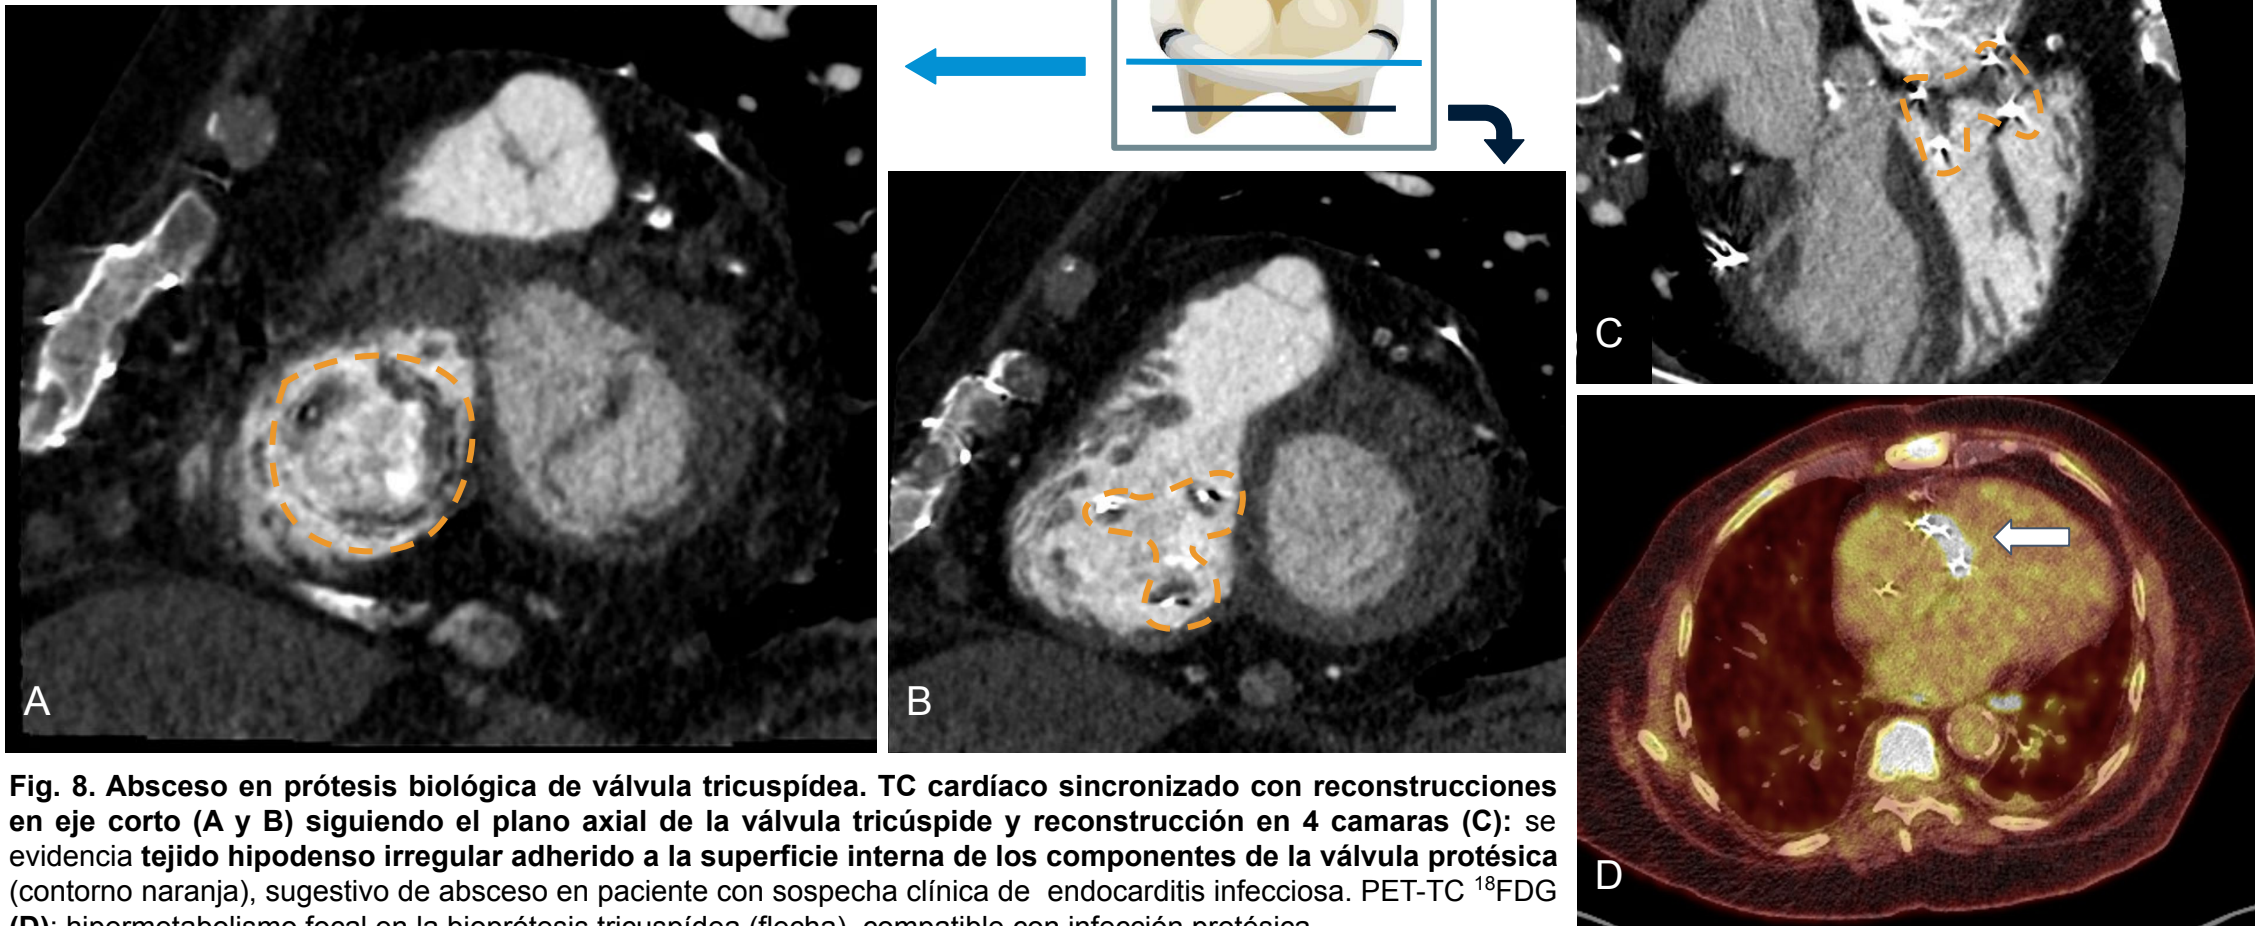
Absceso en prótesis biológica de válvula tricuspídea. TC cardíaco sincronizado con reconstrucciones en eje corto (A y B) siguiendo el plano axial de la válvula tricúspide y reconstrucción en 4 cámaras (C): se evidencia tejido hipodenso irregular adherido a la superficie interna de los componentes de la válvula protésica (contorno naranja), sugestivo de absceso en paciente con sospecha clínica de endocarditis infecciosa. PET-TC ^{18}F FDG (D): hipermetabolismo focal en la bioprótesis tricuspídea (flecha), compatible con infección protésica.
